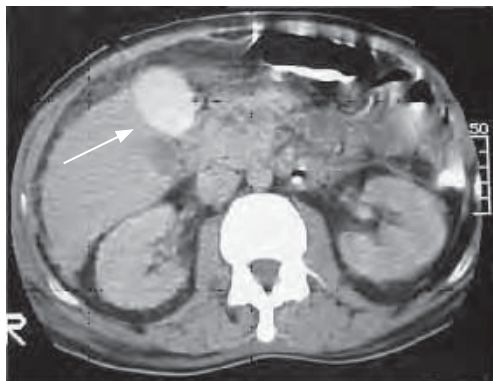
/2a. Tomografía computada de abdomen donde se visualiza engrosamiento difuso de la pared vesicular con aumento de la captación de sustancia de contraste.
